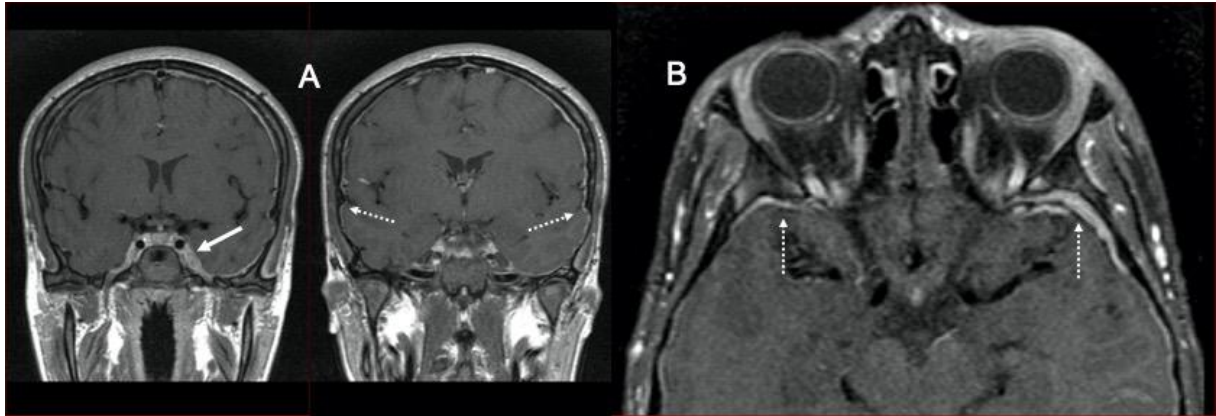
Cas 3 : Adolescent de 16 ans : AEG avec céphalées frontales et ptosis bilatéral. L'IRM en séquence coronale T1 (A) et axiale transverse T1 avec suppression de la graisse (fat sat) après injection (B) montre des rehaussements pachyméningés suspects à prédominance sus-tentorielle de façon bilatérale au niveau des convexités (flèches en pointillé) et se prolongeant vers la région caverneuse gauche (flèche pleine). La numération de formule sanguine (NFS) retrouve des blastes circulants et le myélogramme confirme une LAL B. Le LCS ne présente pas d'anomalie. L'IRM permet dans ce cas d'établir l'atteinte méningée.
